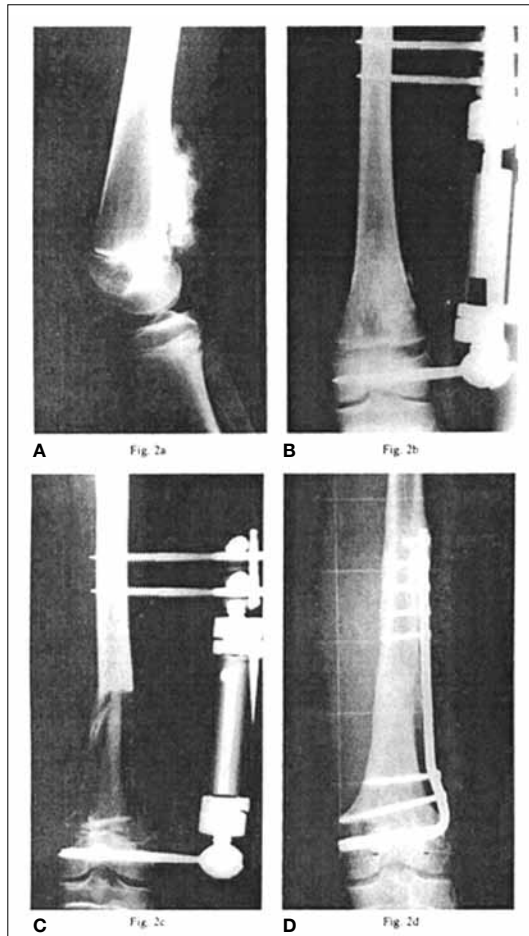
Radiografies que mostra un osteosarcoma en un nen de 14 anys (A), després de la distracció epifisària (B), la resecció del tumor i l'empelt de la tibia contralateral (C) i vuit anys després de la intervenció (D).
